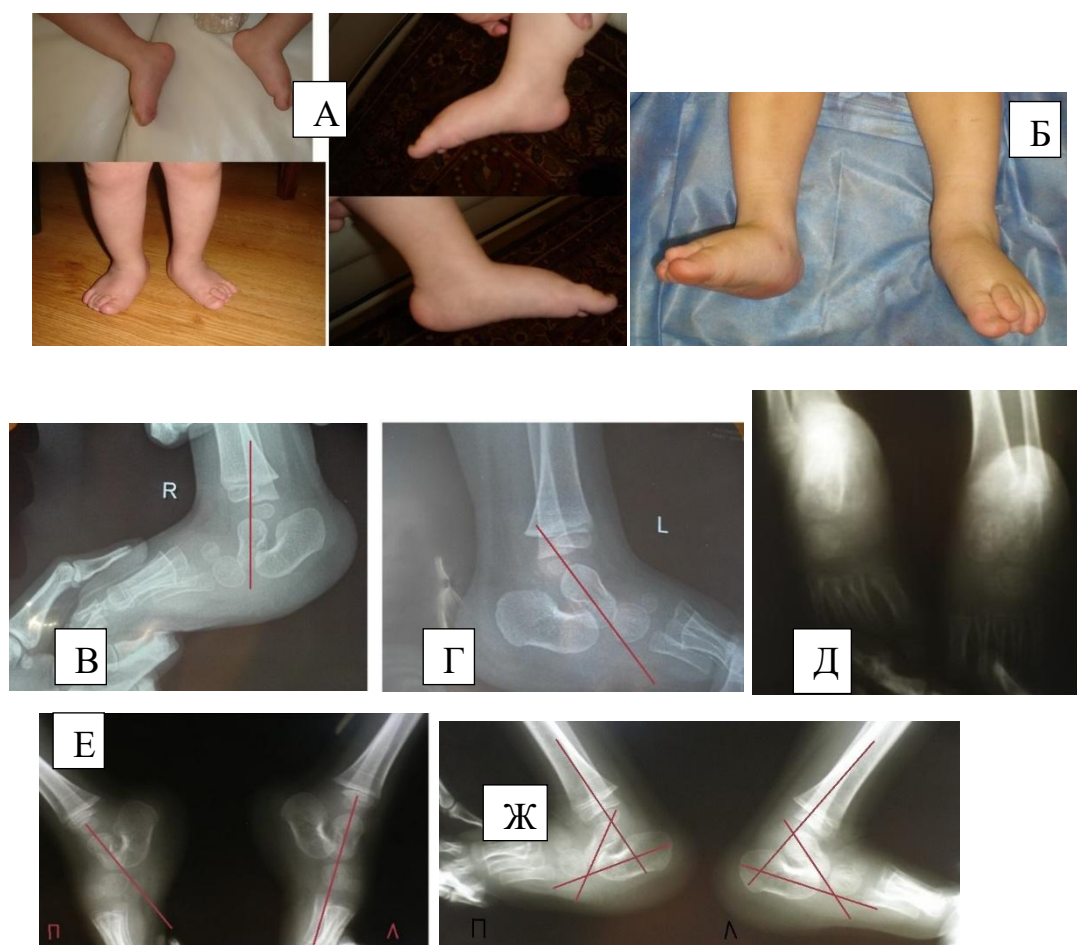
Пациент С., 2 года. Врожденный вертикальный таран правой стопы, косо́й таран тугой ахилл левой стопы. А, Б – внешний вид стоп. В-Ж – рентгенограмма стоп до лечения.
